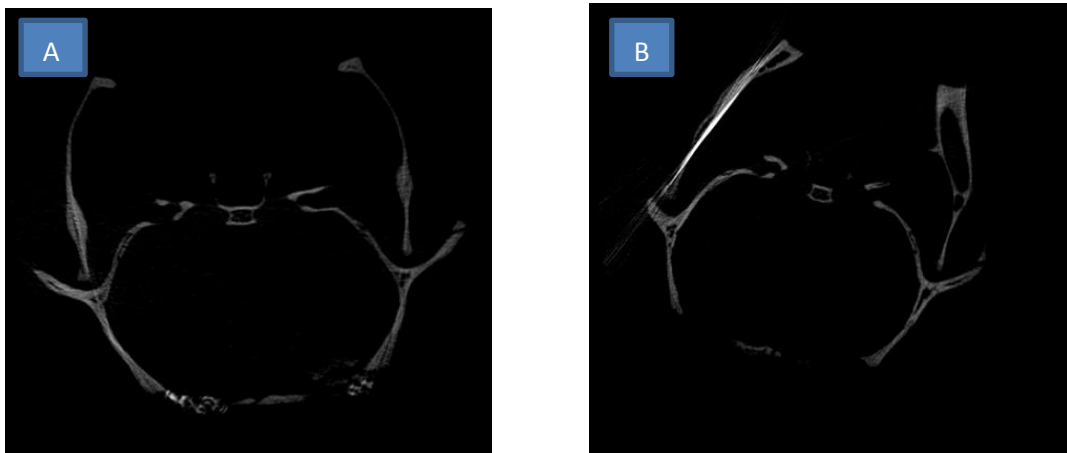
(A): Micro CT das regiões tratadas com BC (lado esquerdo) e BCS (lado direito).
